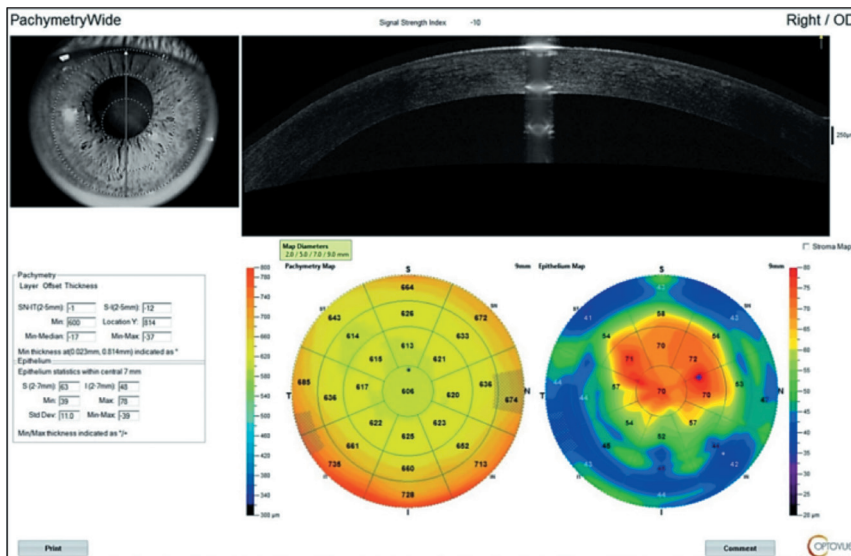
Эпителикарта роговицы правого глаза пациентки Б. через 24 часа после контактных методов исследования (оптический когерентный томограф «Optovue» (RTVue XR, США) с роговичной насадкой, версия программного обеспечения 2018.0.0.18).
